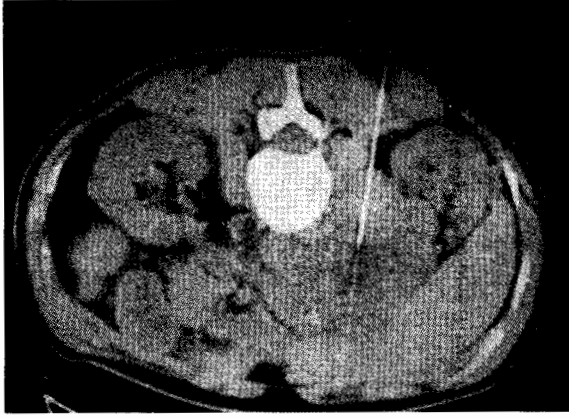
Sağ böbreğe BT rehberliğinde posteriordan yapılan biyopside iğnenin kitle içinde olduğu görülmektedir.
